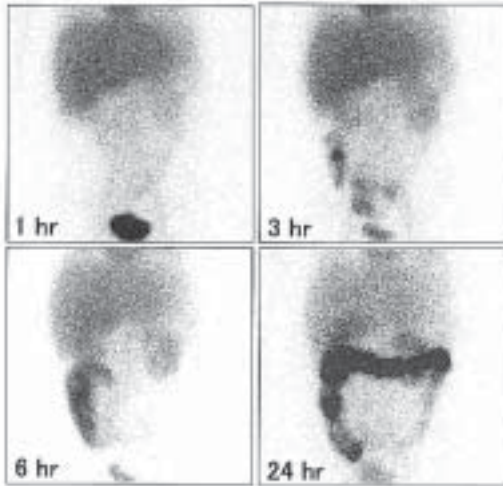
Serial abdominal scintigrams taken after the intravenous injection of  $^{99m}\text{Tc}$ -HSA. In the images obtained after 3 hours, the colon is clearly visible.
